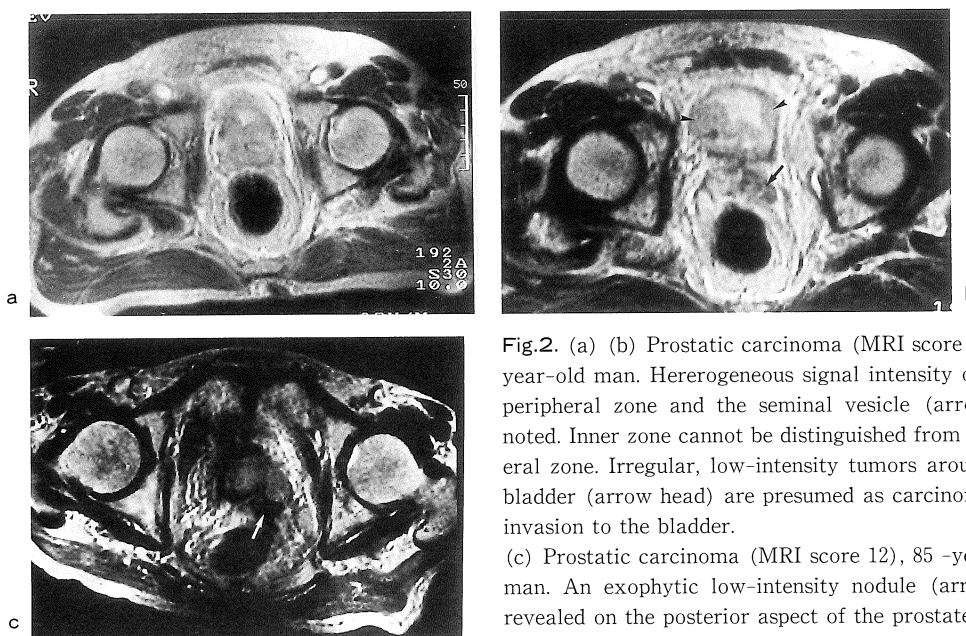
(a) (b) Prostatic carcinoma (MRI score 12), 68 year-old man. Heterogeneous signal intensity of both peripheral zone and the seminal vesicle (arrow) is noted. Inner zone cannot be distinguished from peripheral zone. Irregular, low-intensity tumors around the bladder (arrow head) are presumed as carcinomatous invasion to the bladder.
